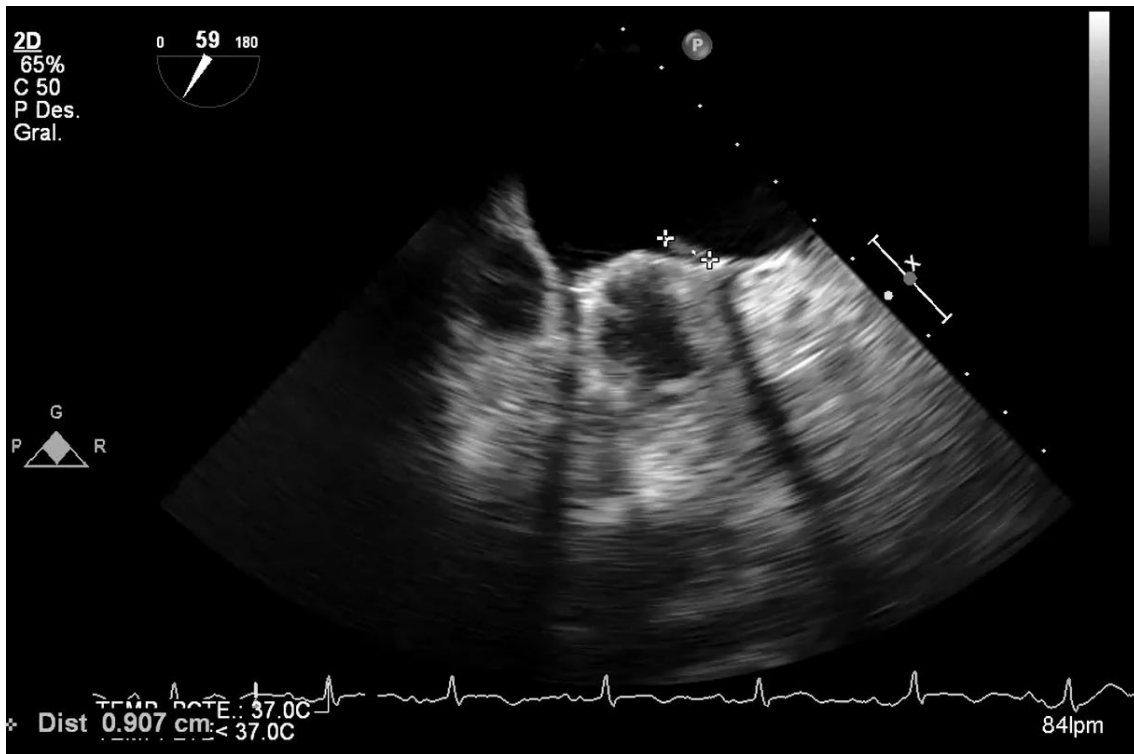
Ecocardiografía transesofágica: Se observa imagen hipermóvil en la cara auricular de la unión mitroaórtica adyacente a la zona anterior de la prótesis mitral.
